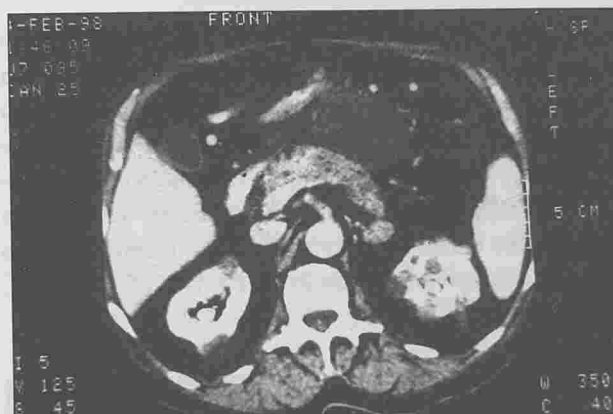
TDM abdominal du 14/02/98 (2^{ème} jour d'évolution de la pancréatite aiguë) : Aspect hétérogène du pancréas prédominant au niveau de sa région corporelle surmonté d'une collection de densité para-liquidienne à contours bien limités, mesurant 7.4 x 5 cm développée au niveau de l'arrière cavité des épiploons et évoquant un faux kyste du pancréas.
